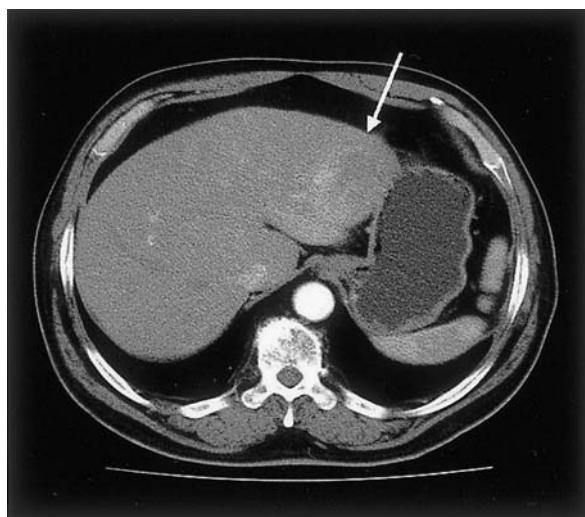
An abdominal CT findings. The axial image of abdominal CT shows a 6 cm-sized mass enhanced on arterial phase (A) and wash out on delayed phase (B) in lateral segment of the liver.
